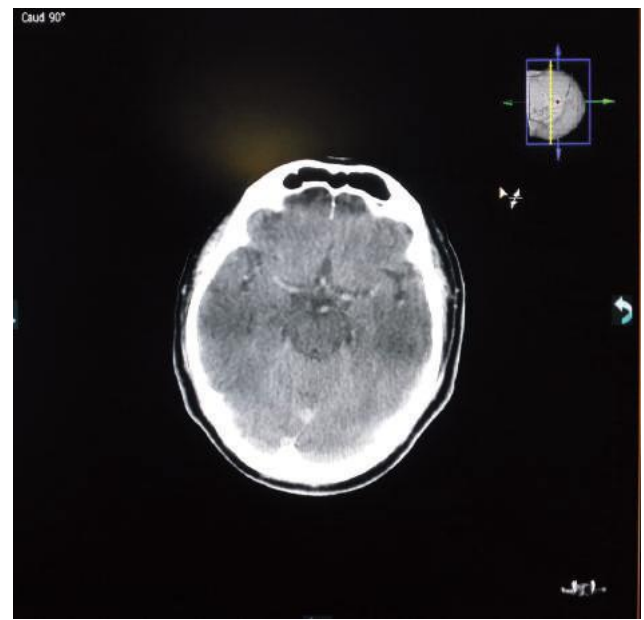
Интраоперационное КТ головного мозга после удаления тромба, исследование выполнено с применением функции ангиографической установки XPerCT (ангиограф PhilipsAlluraClarityBiplane).
